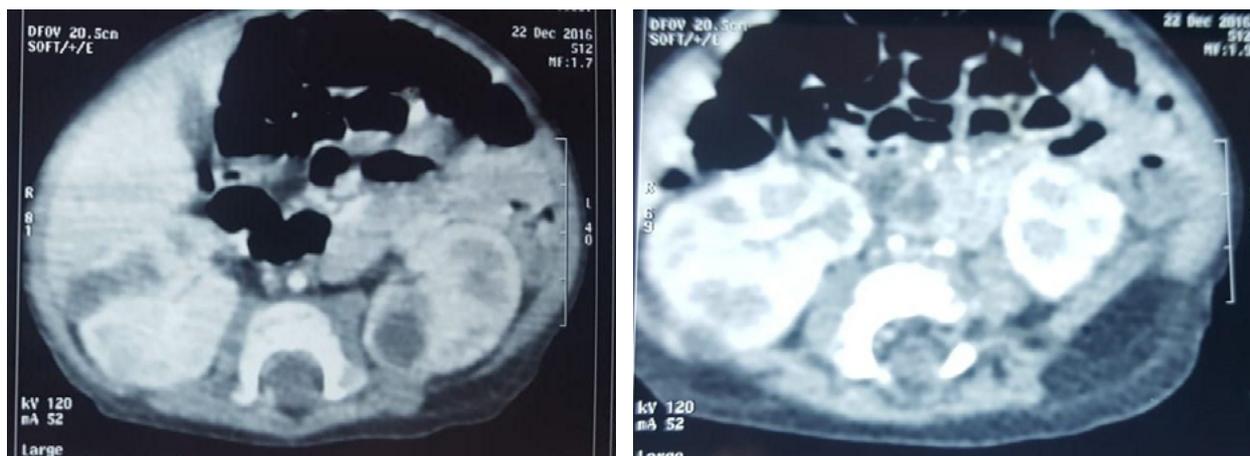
TDM abdominale avec injection de produit de contraste coupe axiale : montrant des formations hypodenses bien limitées se rehaussant après injection de produit de contraste au niveau des deux reins en faveur des abcès rénaux.
